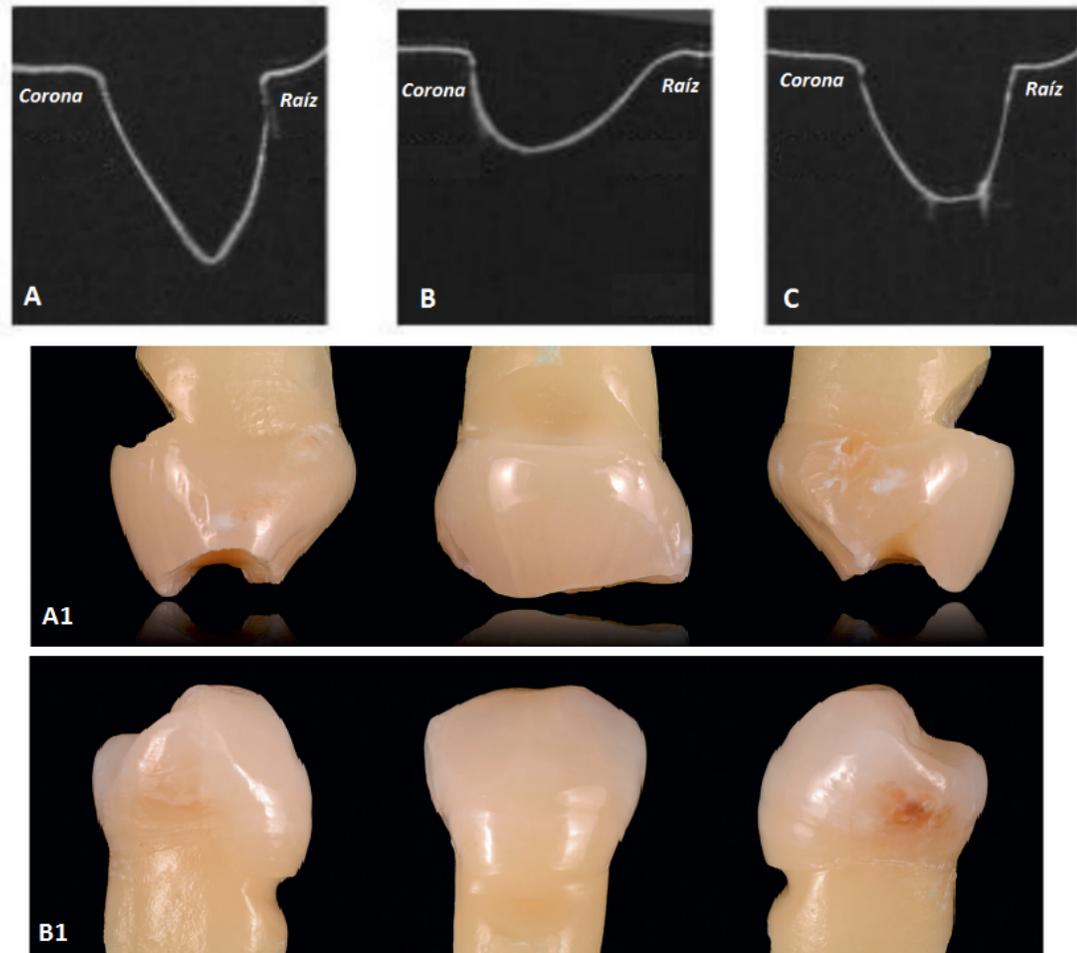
A, B y C son imágenes OCT (Tomografía de coherencia óptica) representativas de la variación clínica de lesiones cervicales A) en forma de cuña, B) en forma de platillo, C): en forma mixta. (A1) lesiones causadas por abfracción debido a una carga oclusal anormal (B1) Etiología biocorrosiva-abrasiva puede influir en la forma de la lesión.^{5,9}
